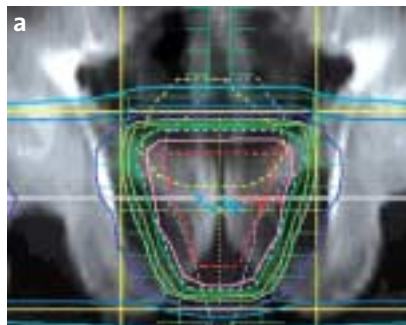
Strahlentherapeutische Verfahren beim Prostatakarzinom. Perkutane Strahlentherapie: CT-Planung (a) und IMRT (b); Interstitielle Brachytherapie mit ¹²⁵Jod-Seeds: Durchleuchtungsfilm (c) und Ultraschallbild mit Dosisverteilung (d).
